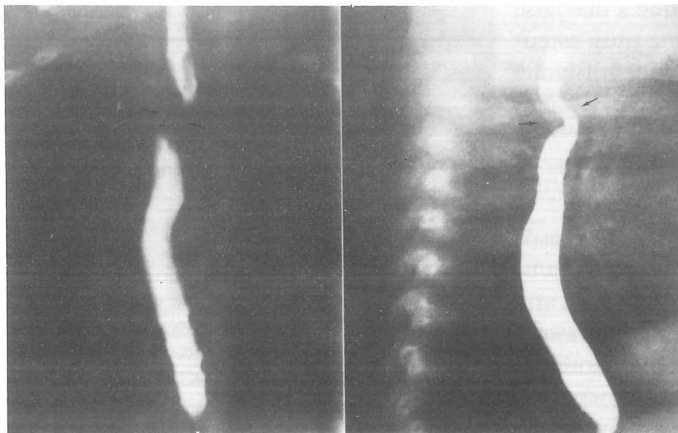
Doble arco aórtico. Niño con dificultad respiratoria desde el nacimiento que no toleraba la extubación. En la radiografía se aprecia una muesca esofágica posterior con estrechamiento de la tráquea a este nivel.*
